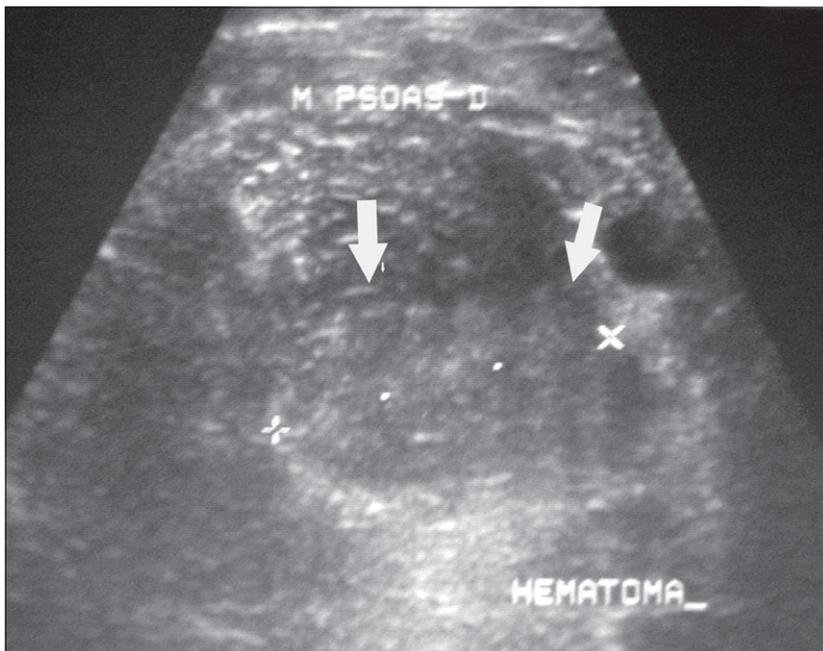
Ultra-sonografia de abdome do mesmo paciente da Fig. 9.5. Observa-se músculo psoas direito no plano transversal apresentando aumento de suas dimensões devido à presença de coleção heterogênea, discretamente hiperecogênica (setas brancas), abaulando o contorno posterior desse músculo.
